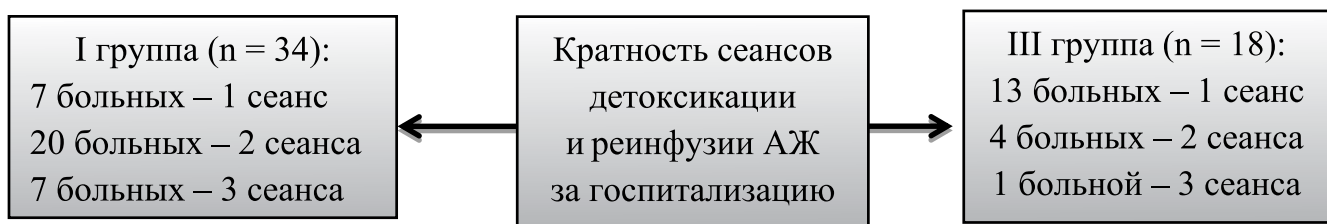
Кратность сеансов детоксикации и реинфузии АЖ за госпитализацию
